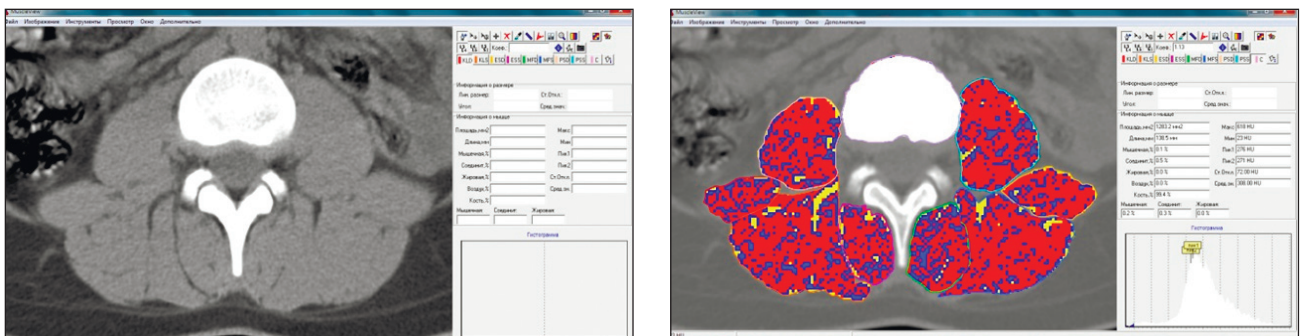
Приклад визначення типу тканин у виділеніх на аксіальних зрізах КТ хребта ділянках м'язів. Газ — чорний колір, жирова тканина — жовтий, сполучна — синій, м'язова — червоний, кісткова — білий
